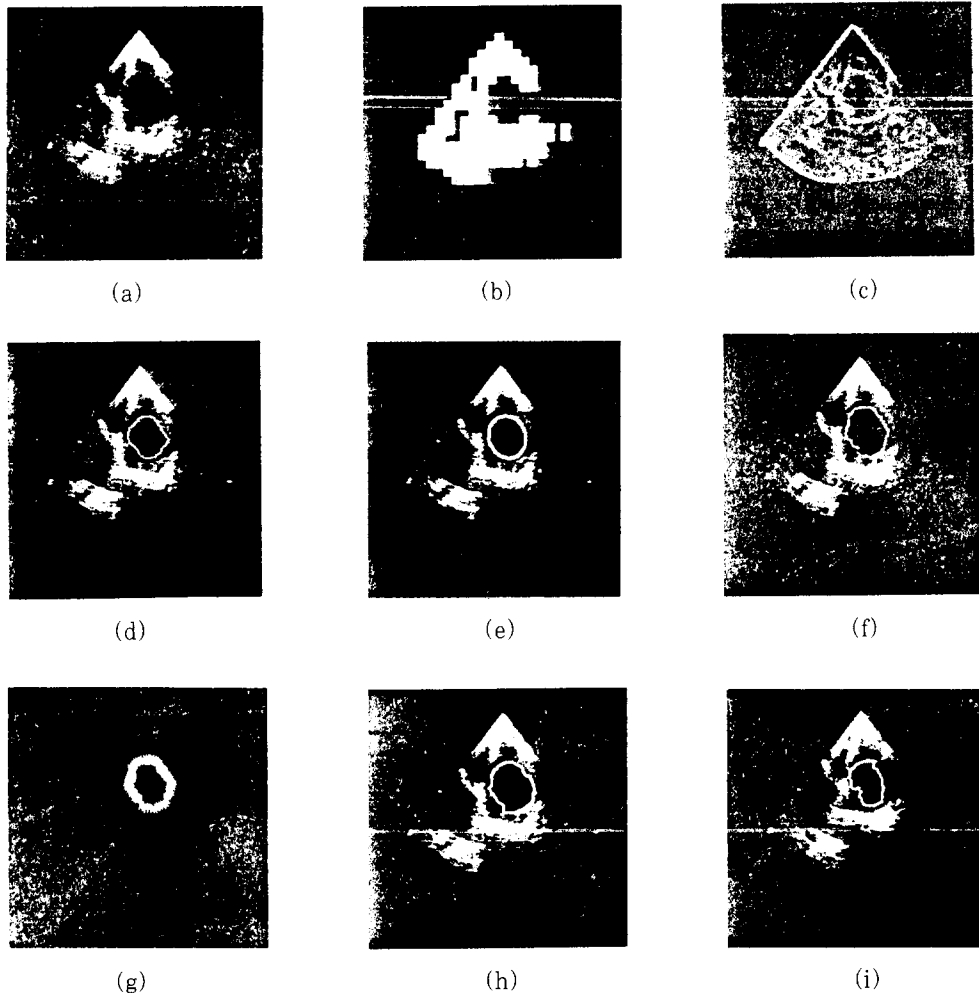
심초음파 영상에 대한 제안된 방법의 결과: (a) 좌심실의 단축 심초음파 영상; (b) 부표본화한 영상; (c) 에지영상; (d) 근사적인 심내벽 경계점; (e) 결정된 타원; (f) 근사적인 윤곽선; (g) 가중모델; (h) 검출된 심내벽 윤곽선; (i) 심수축기 영상의 심내벽 윤곽선
